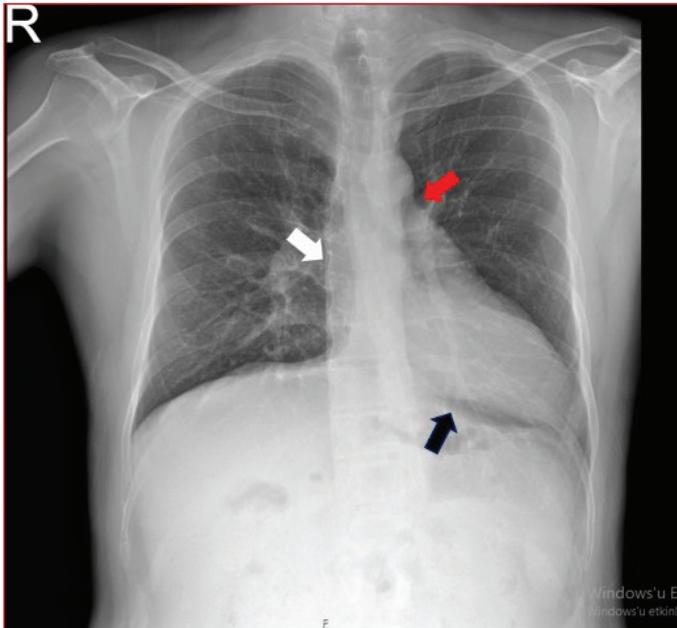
In patients with complete left CPA, chest X-ray reveals the posterior and leftward rotation of the heart and the loss of its right border, covered by the spine (white arrows). Note the interposition of lung tissue between aorta and pulmonary artery (red arrow) and a lucent area between the left ventricle and left hemidiaphragm (black arrow).
